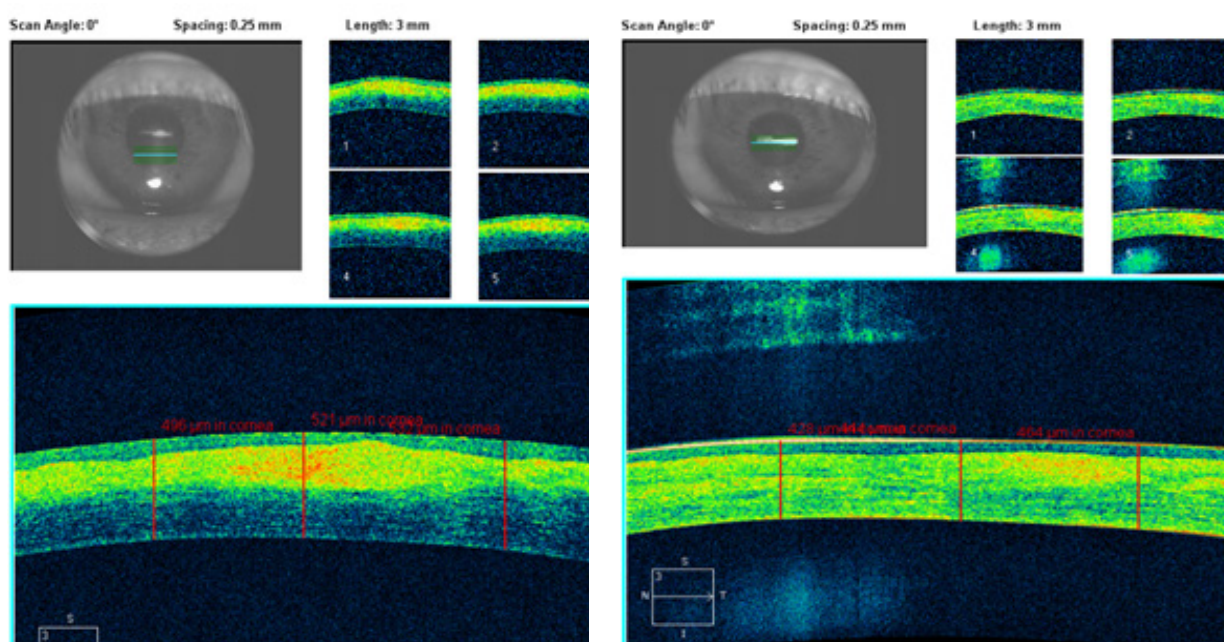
а, б – Томограмма переднего отрезка. Больной Т. (38 лет) с помутнением роговицы левого глаза, после 5-и инъекций коллалезина (через 1 месяц)
